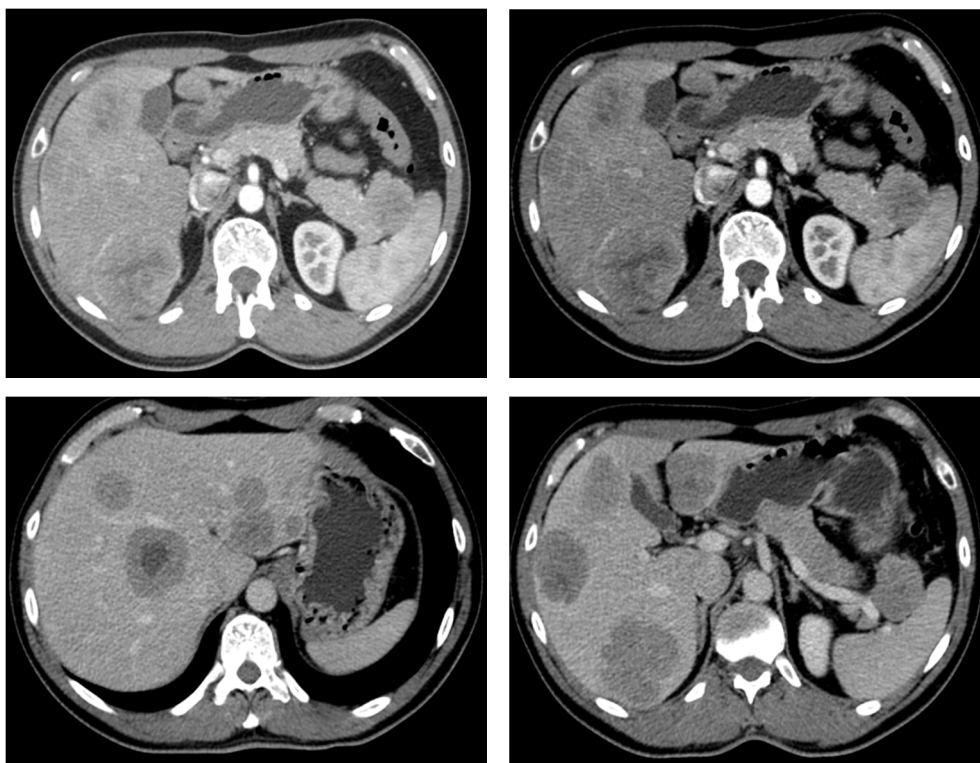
МСКТ органов брюшной полости с контрастированием.
